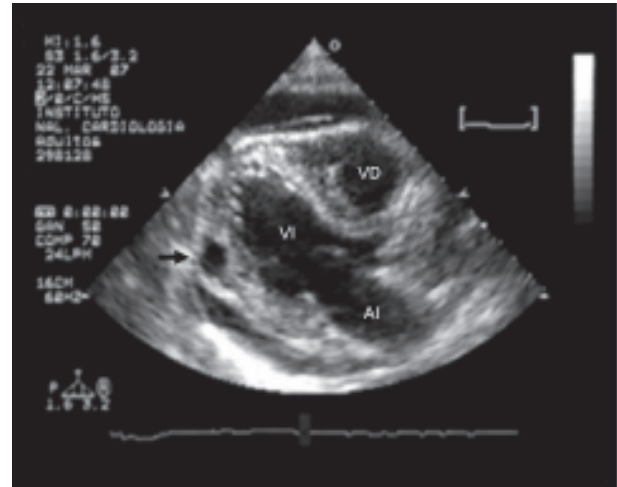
Ecocardiograma transefágico de las 4 cámaras; las flechas señalan la disección miocárdica del tabique interventricular.
